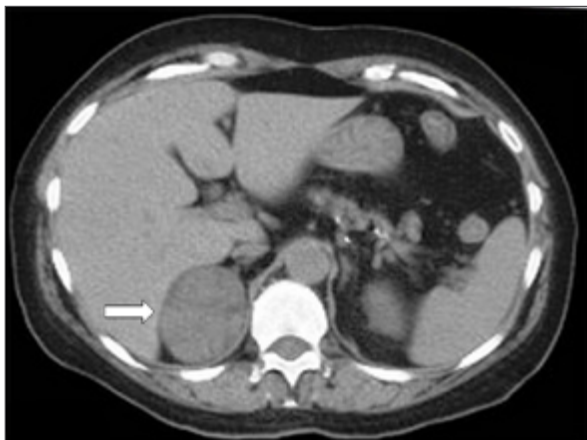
Imagen axial de tomografía computada. La flecha señala lesión nodular con patrón de realce heterogéneo de la glándula suprarrenal derecha.
